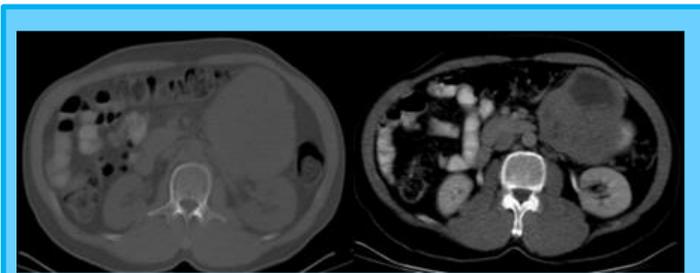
TAC de abdomen con doble contraste. Cortes axiales.
